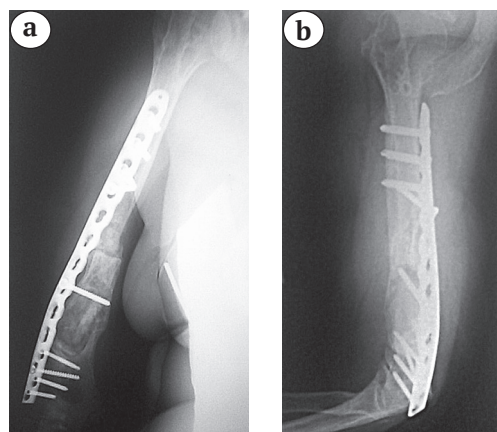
Рентгенограммы правой плечевой кости через 1,5 года после ревизионного накостного остеосинтеза с костной аутопластикой:
